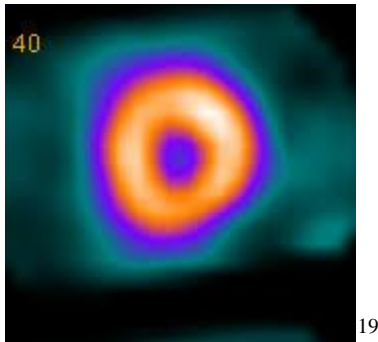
scintigraphie cardiaque
